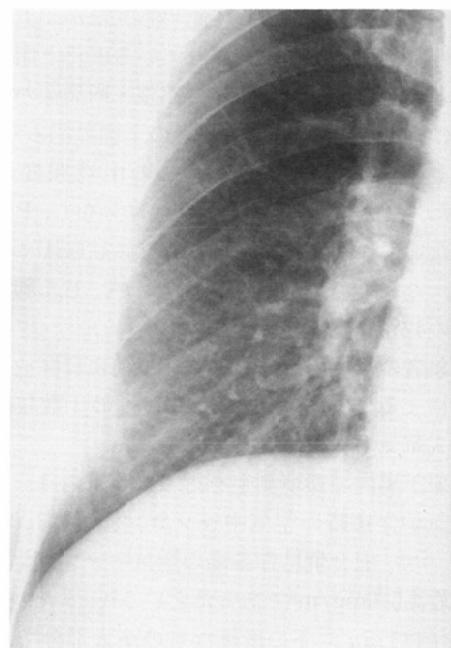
The mid and lower lung zones of posteroanterior roentgenogram of a 48-year-old manganese refinery worker, 30 years after first dust exposure. The roentgenogram reveals irregularity of lung markings in the mid lung zone and irregularity of lung markings as well as reticular pattern in the lower lung zone.
